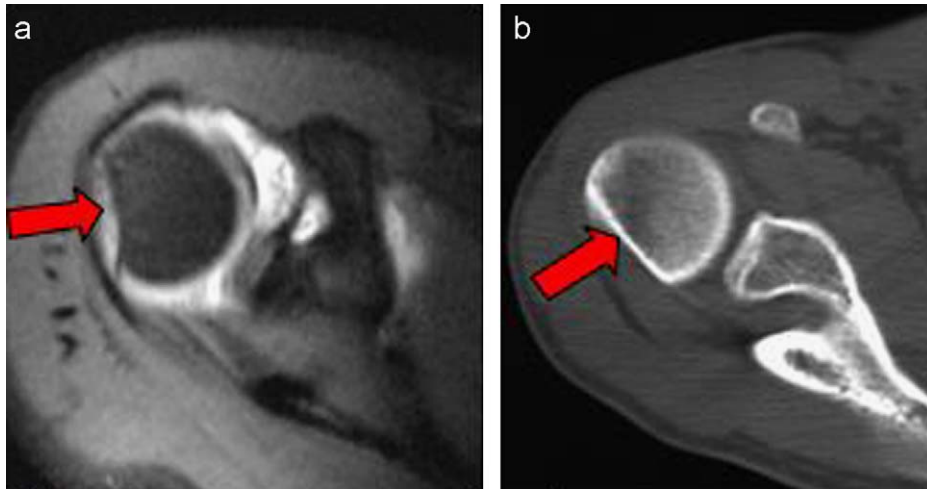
a) Cortes axiales de resonancia magnética. b) Tomografía computarizada del hombro. Fractura de Hill-Sachs (flechas).
